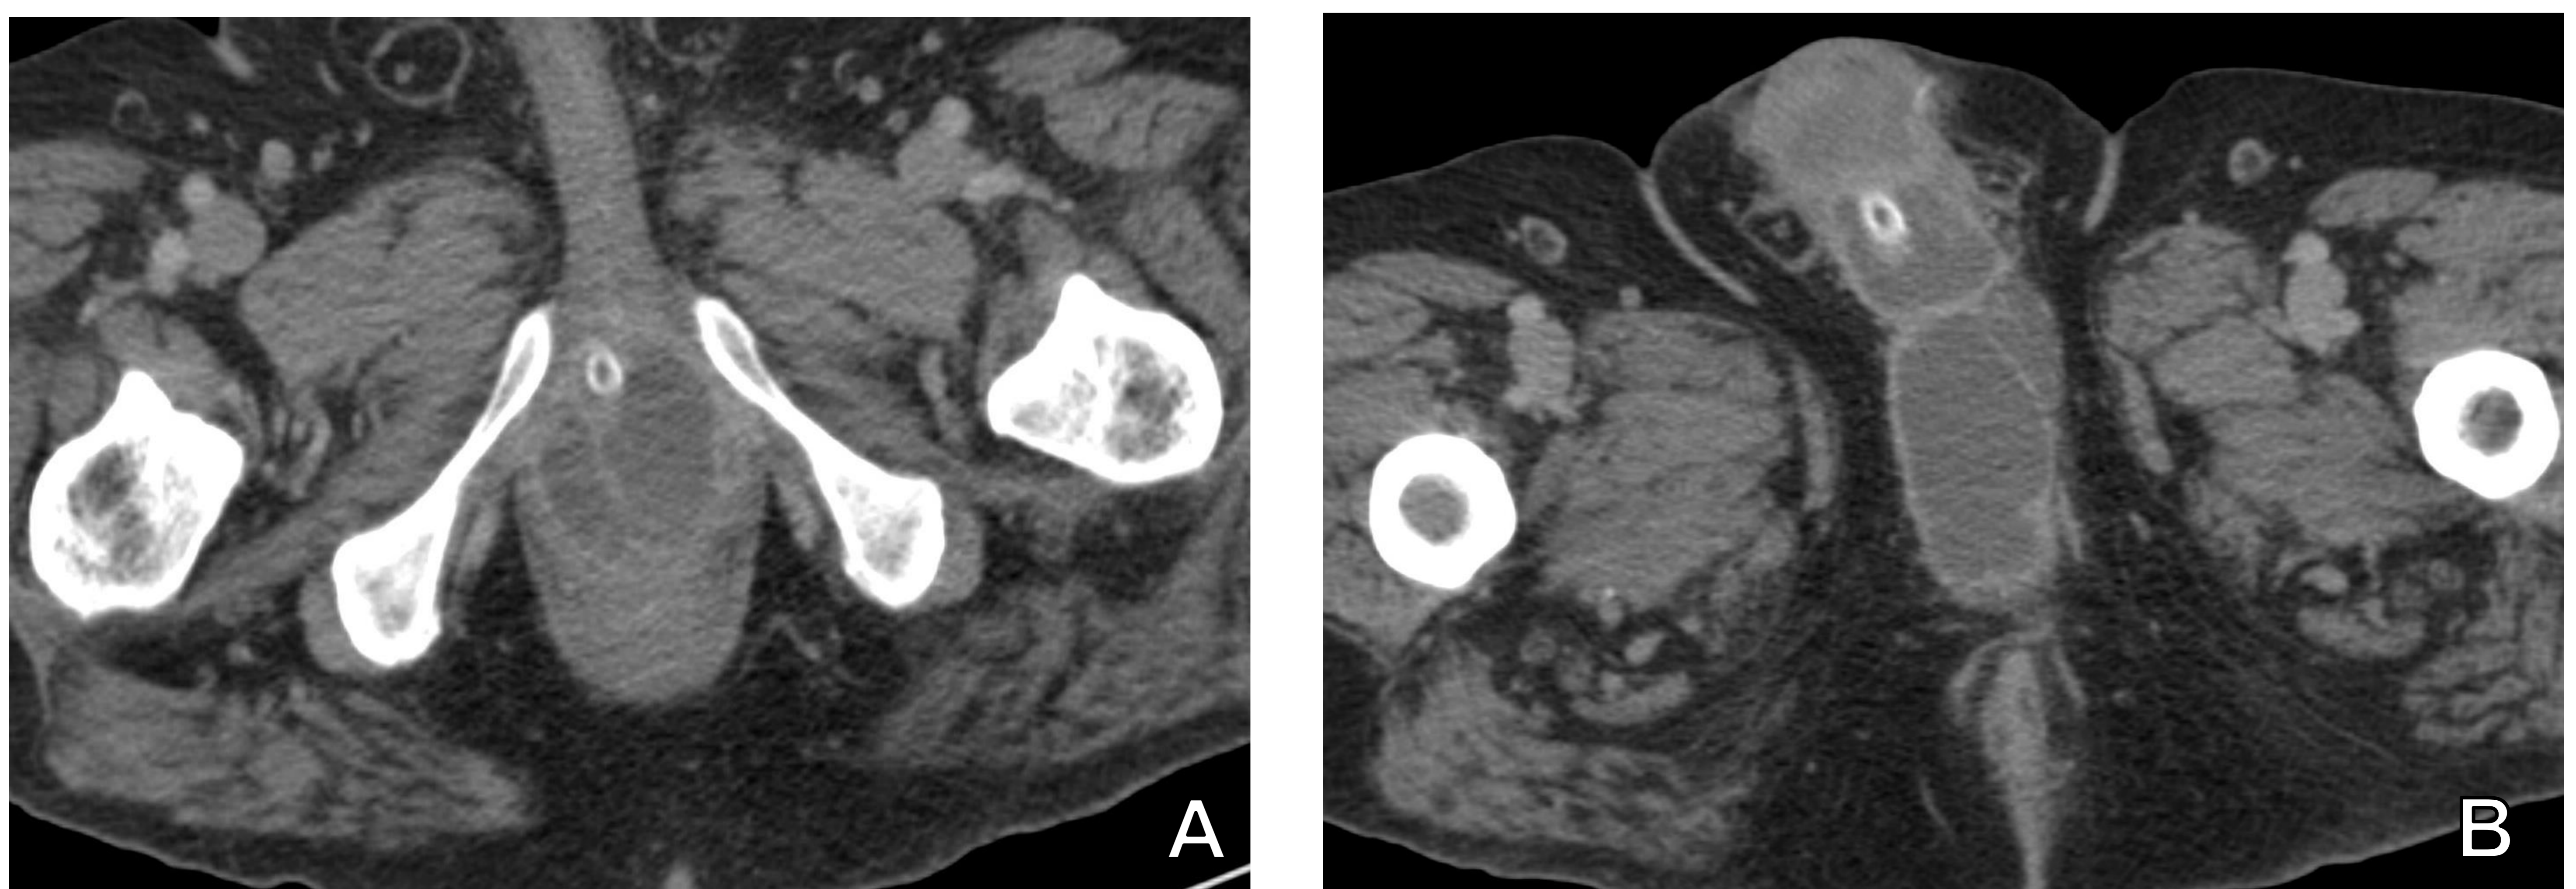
Absceso prostático. TC de abdomen y pelvis tras administrar contraste intravenoso (fase venosa). Se observa una colección hipodensa bilobulada con captación periférica localizada en margen inferior de la próstata, compatible con absceso prostático (A), con amplia extensión a través de raíz del pene a toda la extensión del mismo (B).
